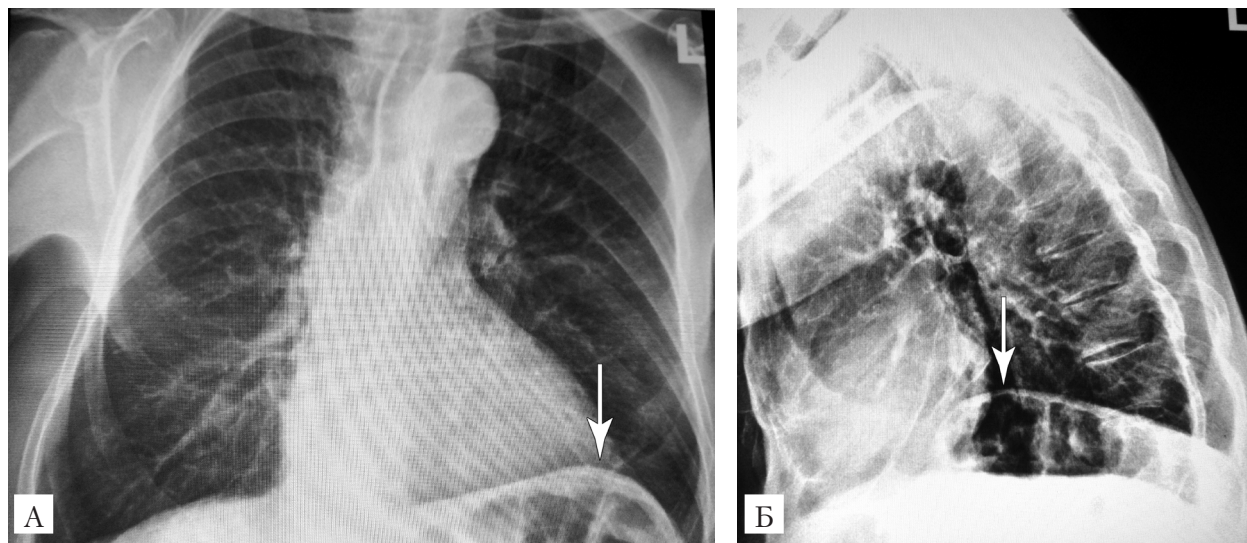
Рентгенограма органів грудної порожнини в прямій (А) та лівій бічній (Б) проекціях: зберігається елевація лівого купола діафрагми та гіперпневматоз товстого кишечника (стрілки)
